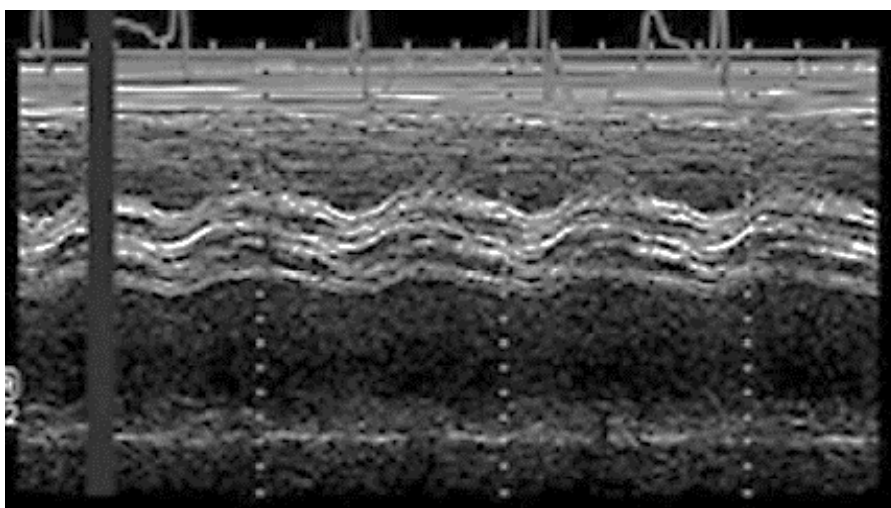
Одномерная эхокардиография.
